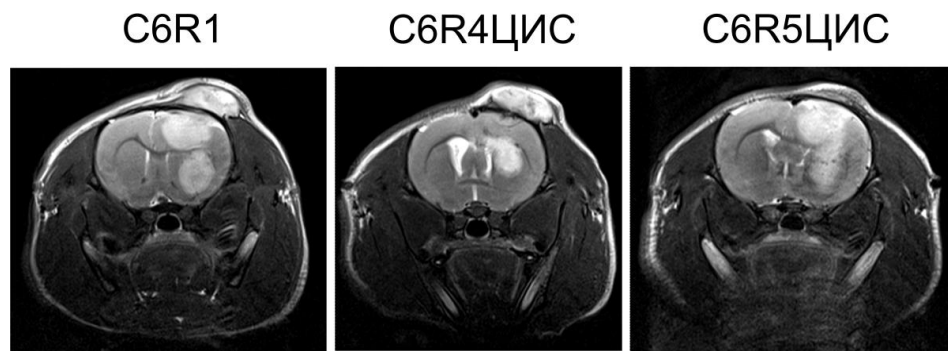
Магнітно-резонансна томографія мозку щурів з гліомами після 2 тижнів ін'єкцій ДМСО (С6R1) або цисплатину (С6R4ЦИС та С6R5ЦИС)
